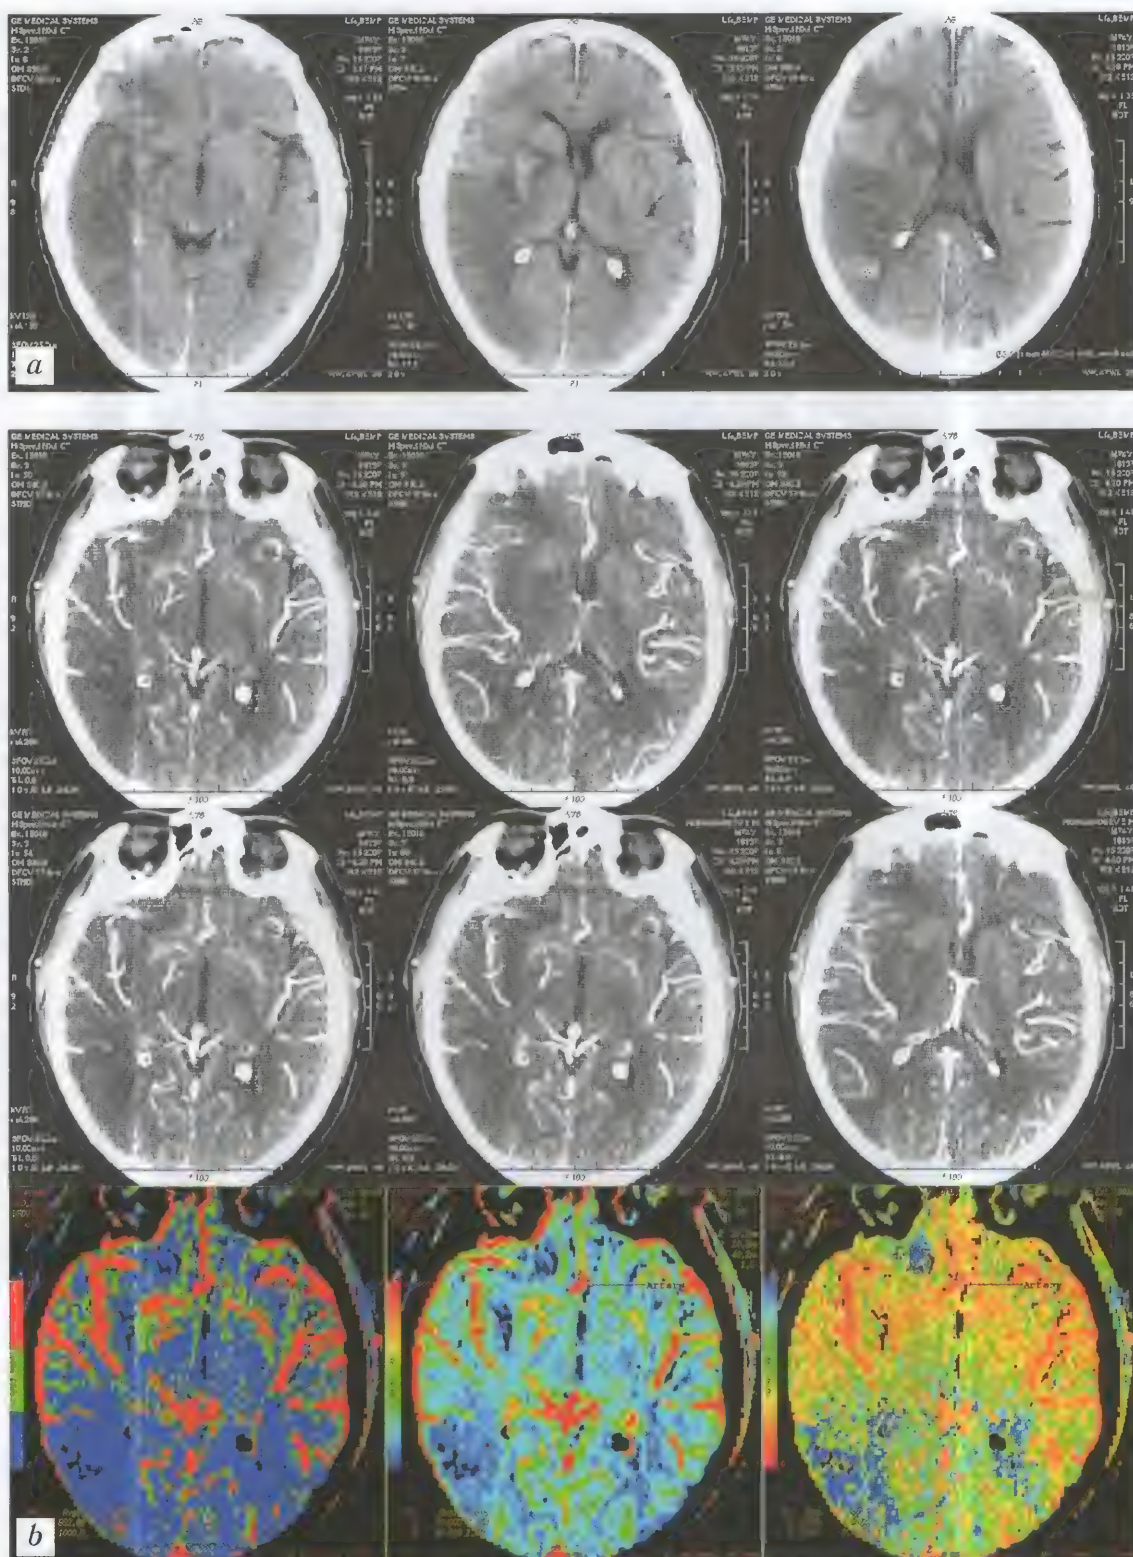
Больной М., 74 года (тот же случай). Острый период (20 часов от момента заболевания). Контроль лечения (системный тромболизис). КТ (неконтрастная) — *a*; КТП — *b*
